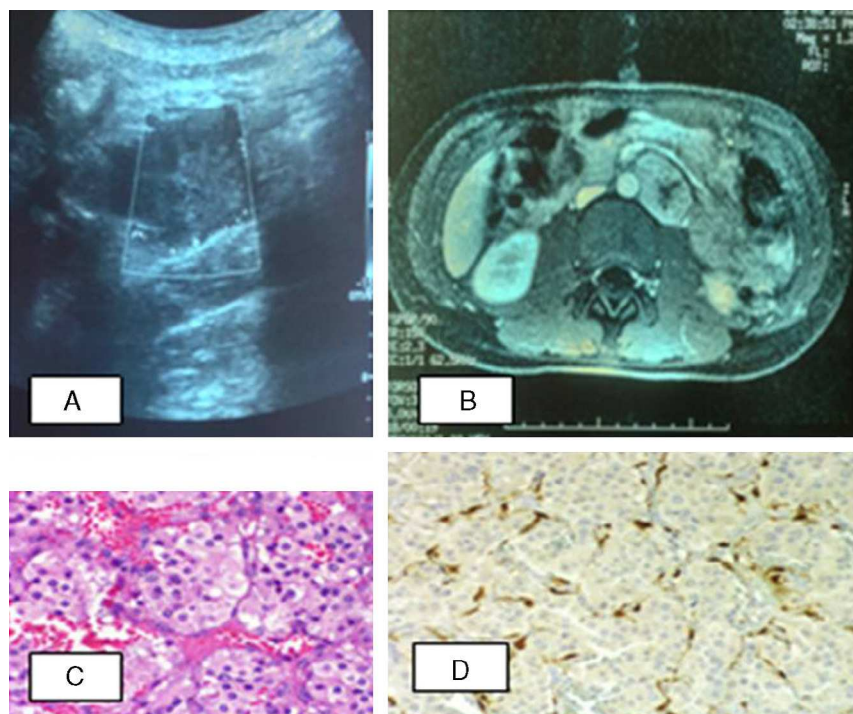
Paciente 1. A) Ecografía abdominal: en la región paraaórtica izquierda, masa de contornos bien definidos con ecogenidad intermedia. B) RM abdominal: lesión nodular retroperitoneal, captación de contraste moderada con gadolinio. C) Tumoración constituida por nidios de células con citoplasma amplio, eosinófilo, finamente granular. D) Inmunohistoquímica: células sustentaculares positivas inmunohistoquímicamente para S-100.
